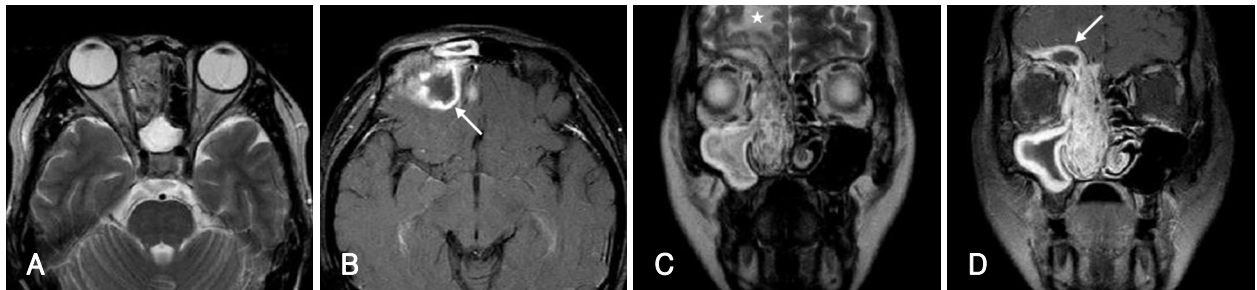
Preoperative paranasal MRI findings show a well enhanced mass in right ethmoid and frontal sinus with mixed heterogeneous intermediate signal intensity at T2 weighted image (T2WI). The mass is extended intracranially into frontal lobe and combined with epidural abscess (arrow) and edema (asterisk) in right frontal lobe. Axial T2WI (A). Axial gadolinium-enhanced T1WI (B). Coronal T2WI (C). Coronal gadolinium-enhanced T1WI (D).
